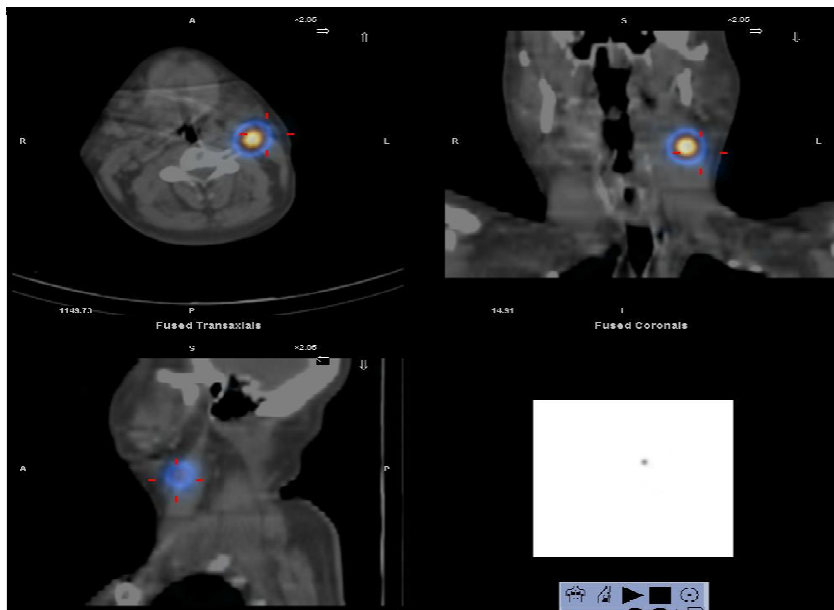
SPECT-CT de adenopatía laterocervical izquierda post-inyección de  $^{99m}\text{Tc}$ -MAA.
